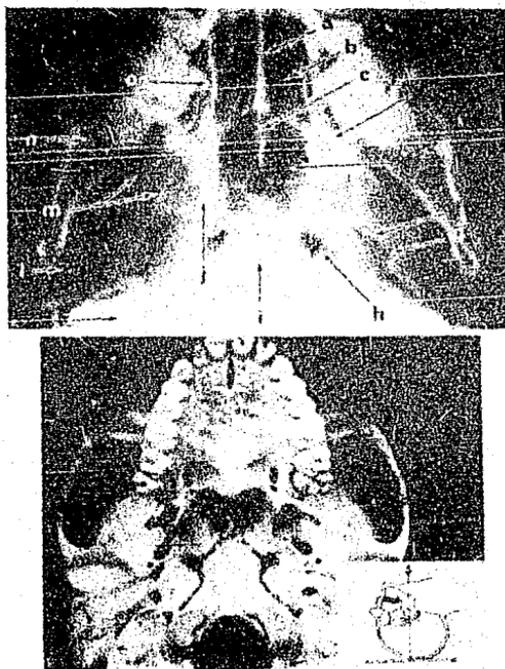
PROYECCION SUBMENTOVERTICAL: A) Radiografía Mostrando: a) Septum Nasal b) Cornetes c) Vomer d) Fosa Pterigomaxilar e) Seno Esfenoidal f) Agujero Oval g) Agujero Vedondo Menor h) Agujero Ranzado Anterior i) Prominencia j) Lámina Pterigoides Interna k) Canal Carotideo l) Condilo Mandibular m) Lámina Pterigoides Externa n) Cuerpo de la Mandíbula o) Pared Media del seno Maxilar. b) Posición de la cabeza para la toma de radiografía.
